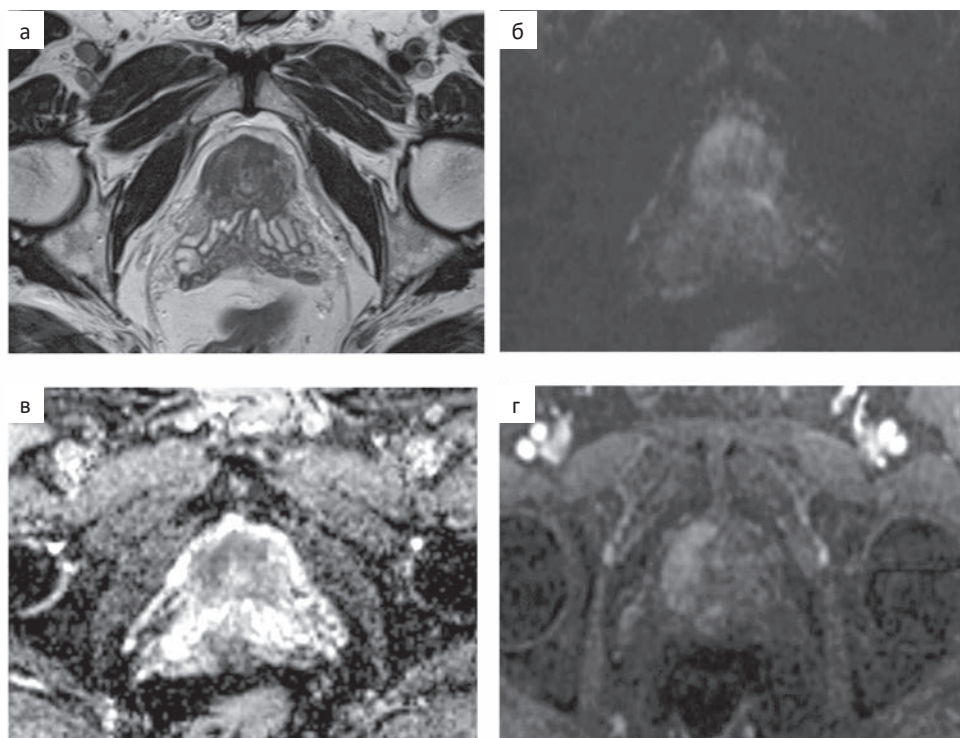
Визуализация РПЖ при мпМРТ в T₂ (а), DWI (б), ADC (в) и DCE (г)
